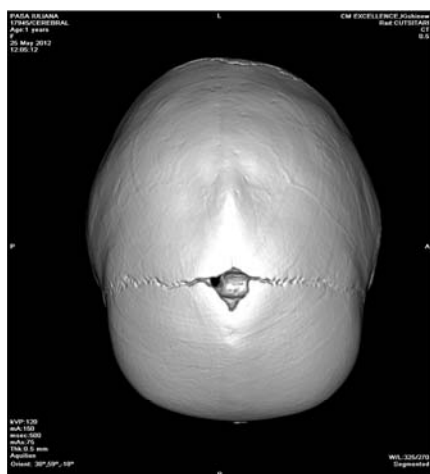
TC preoperatoriu
